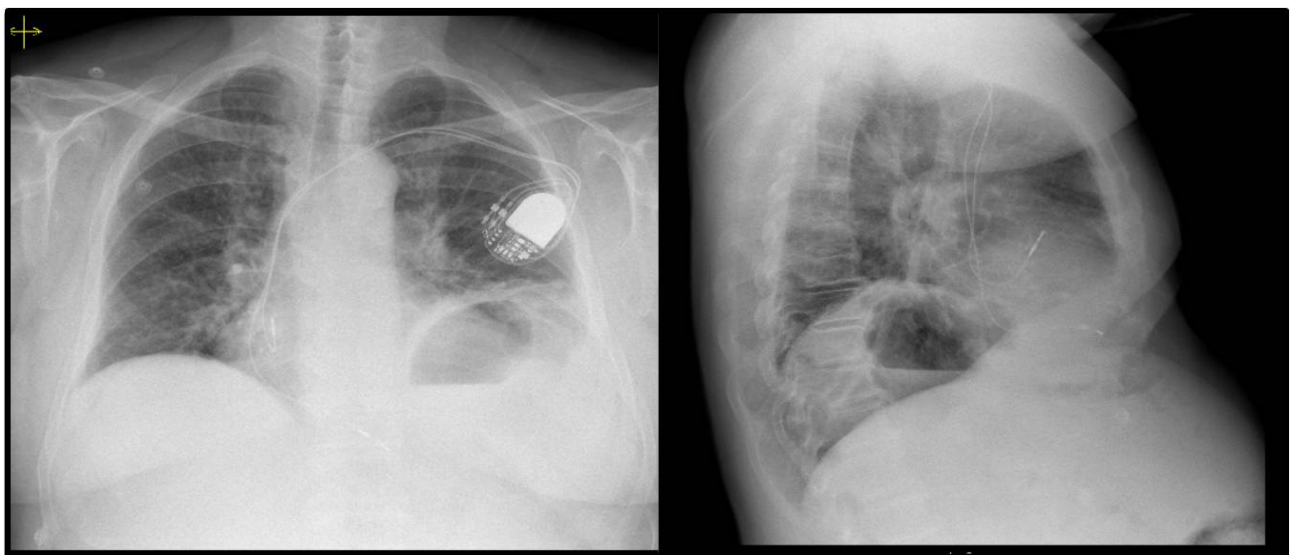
Radiografia de tórax pósterio-anterior e incidência oblíqua após implantação de *pacemaker* definitivo
